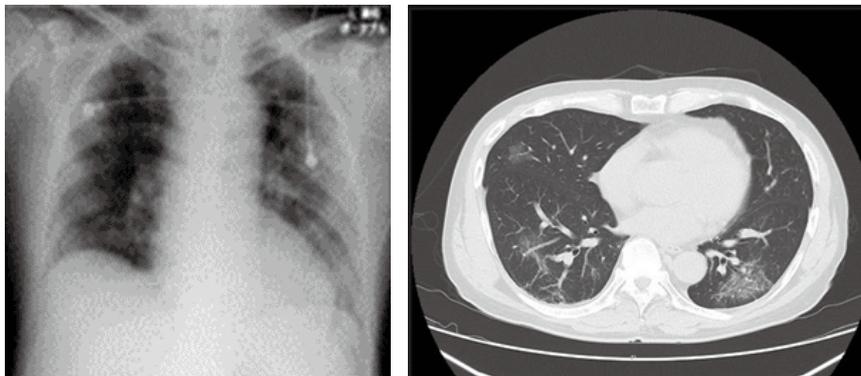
初診時における胸部レントゲンおよび胸部 CT 画像
